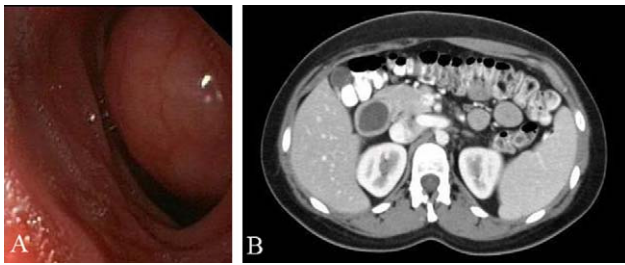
A) Visión endoscópica del QDD. B) TC abdominal: Se observa lesión quística en la pared del duodeno (flecha).
